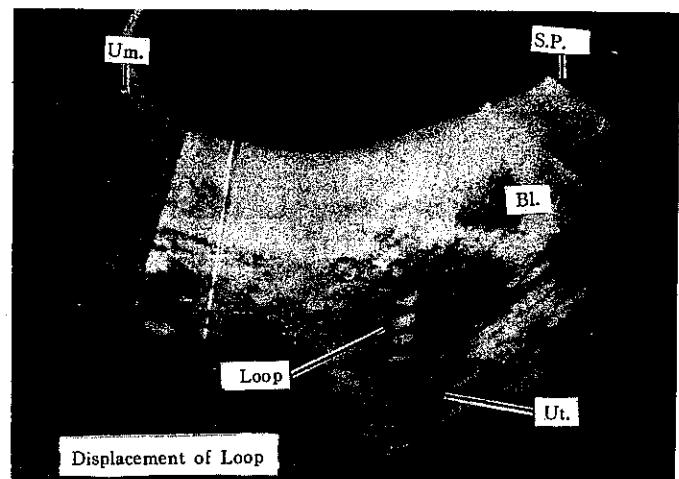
Sonogram showing the axis of loop perpendicular to that of uterus; a defective placement.
